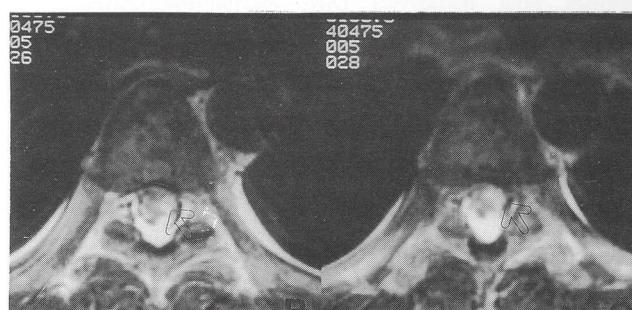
(A) Sagittal T2-weighted image shows multifocal high signal intensities in the mid-thoracic spinal cord (black arrow). (B) and (C) Intramedullary high signal intensities are again seen on axial T2-weighted images (open arrow).
